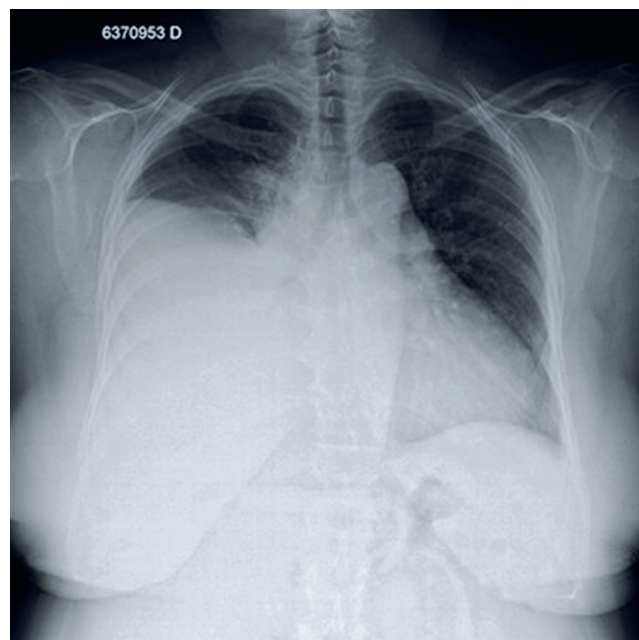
Radiografia da admissão na emergência.
